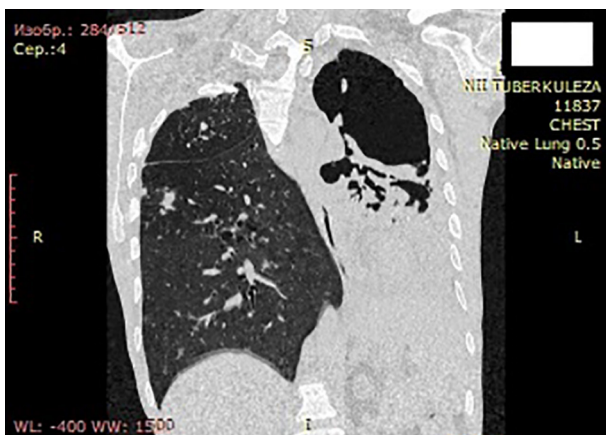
МСКТ ОГК перед переводом из ОАР на 98 сутки.
